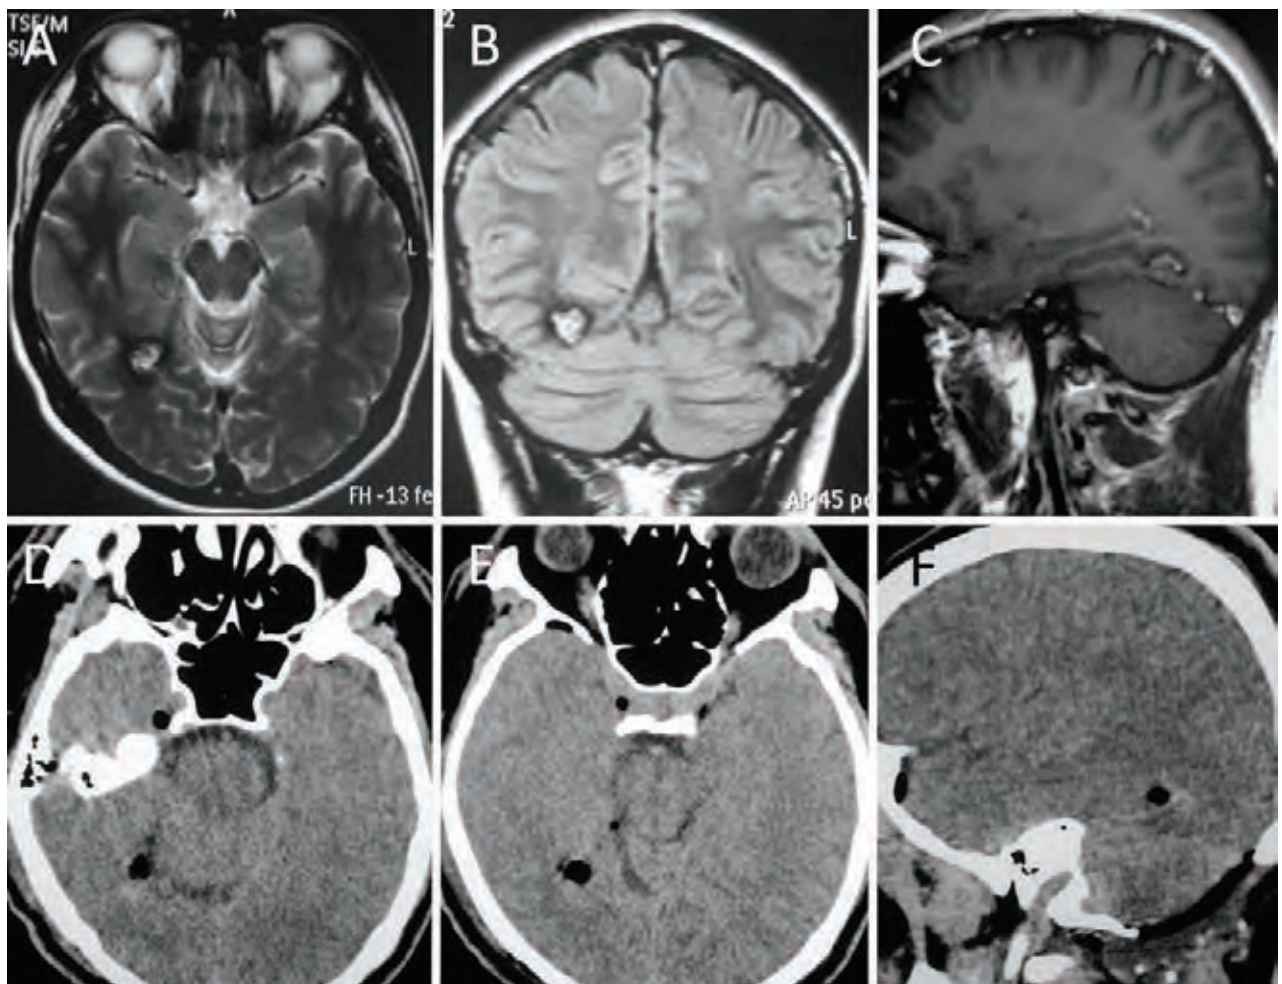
A-C, RM que muestra una lesión sugestiva de cavernoma en el sector posterior de la RTM derecha. Se realizó un abordaje supracerebeloso-transtentorial. D-F, TAC postoperatoria, mostrando una exéresis completa de la lesión. La anatomía patológica informó cavernoma.
